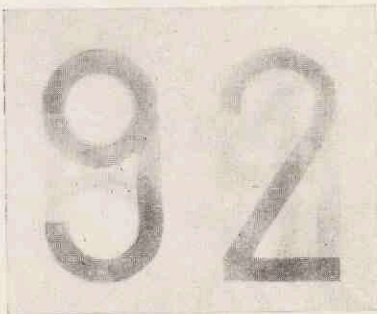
Afdruk van het röntgenogram uit fig. 50a, na bedekking met het diapositief uit fig. 50b.
